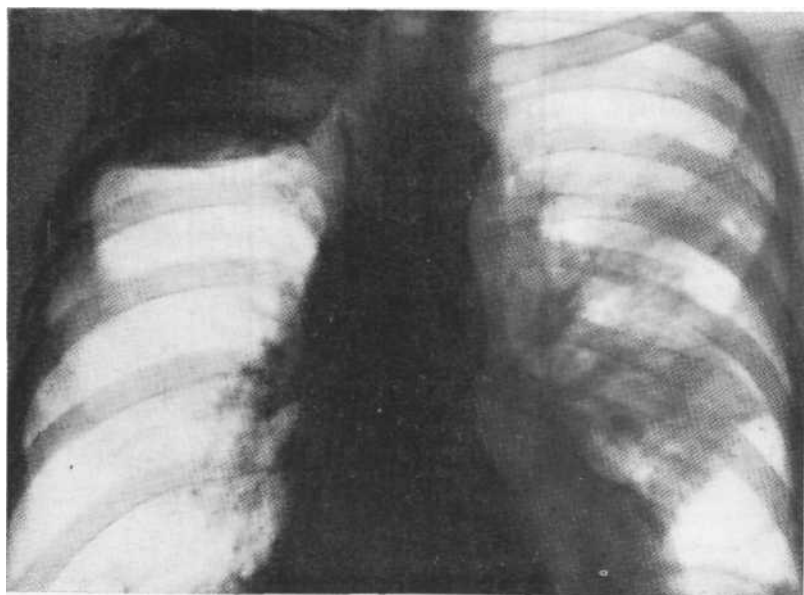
Обзорная рентгенограмма. Правосторонний олеоторакс. Обызвествление по нижнему краю. Сквозь тень олеоторакса просвечивают ребра.
